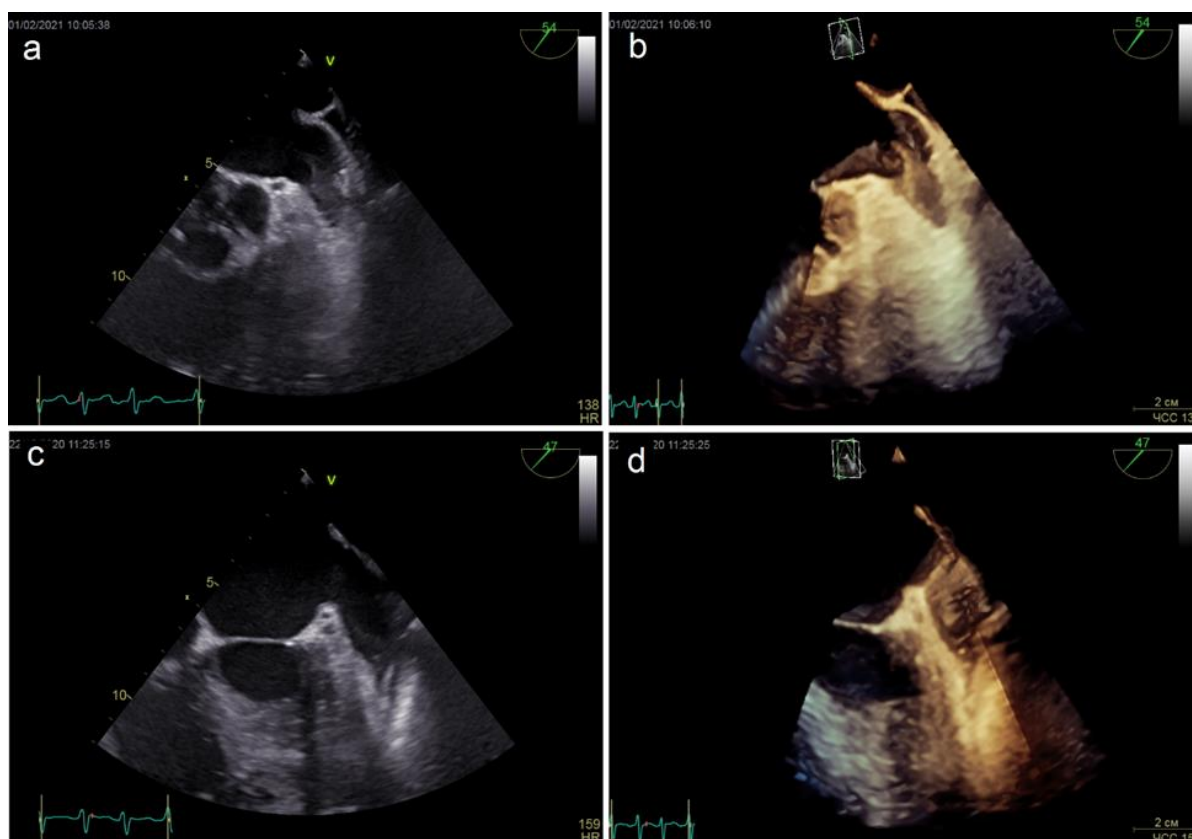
Типичный (a, b) и атипичный (c, d) тромб ушка левого предсердия при двухмерной (a, c) и трехмерной (b, d) чреспищеводной эхокардиографии
